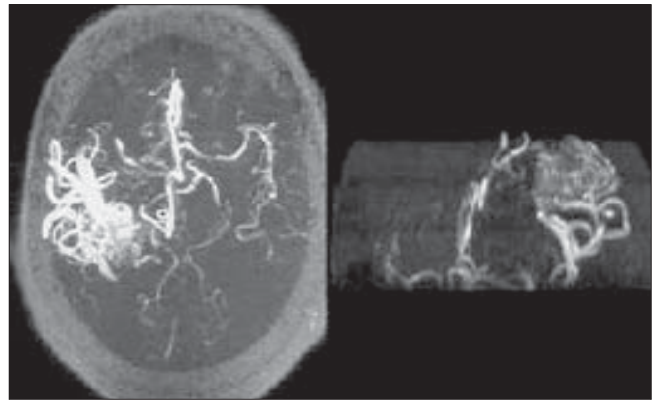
Angio-RM que muestra una imagen axial y sagital oblicua, de una MAV del área premotora derecha.
